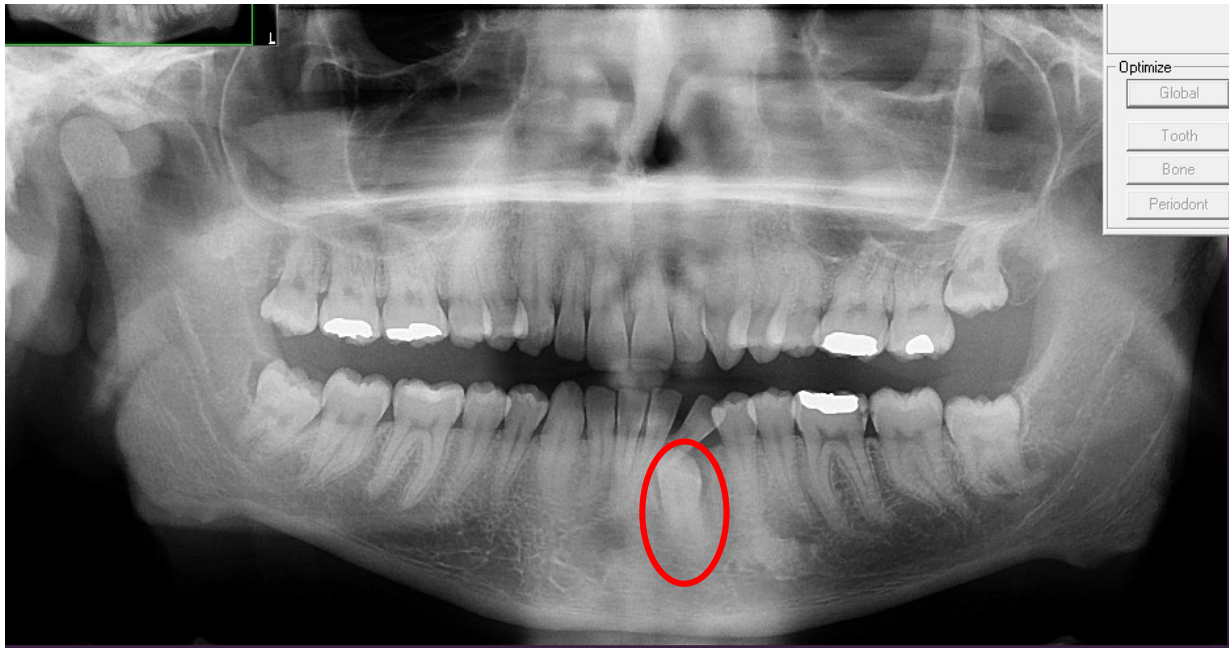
Ortopantomografia
